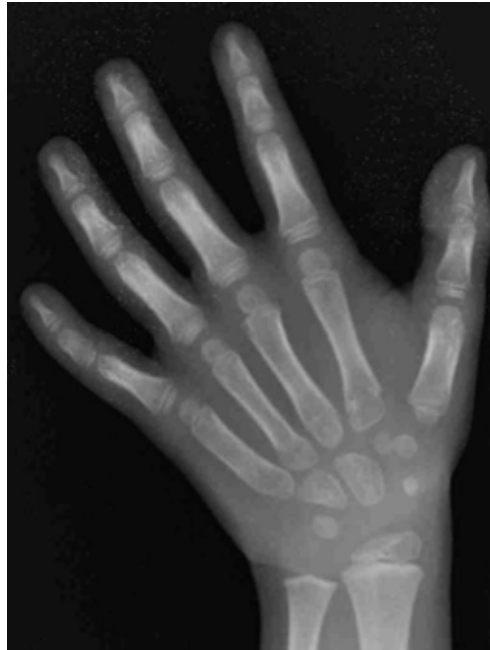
Exemplo de radiografia carpal utilizada para avaliação da idade óssea.
